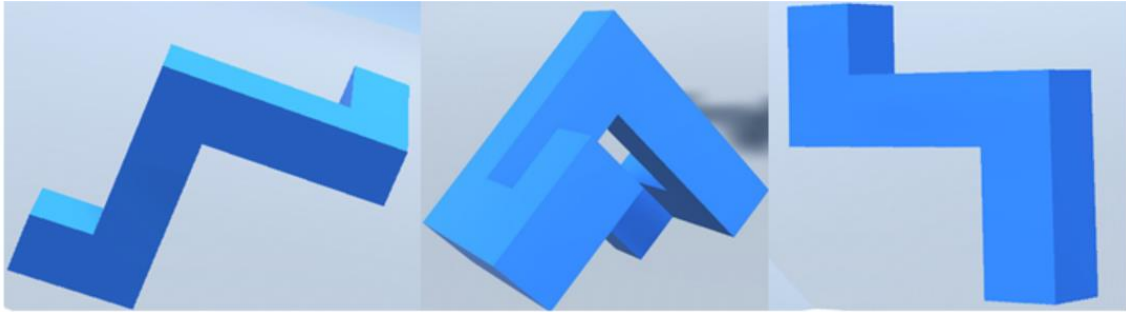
Examples of the figures contained in the virtual MRT, which were constructed with software Blender according to the 3D figures of Shepard and Metzler (1971). The complexity of the figures was varied depending on the contained cuboids. The figures shown here contain three six and four cuboids.
